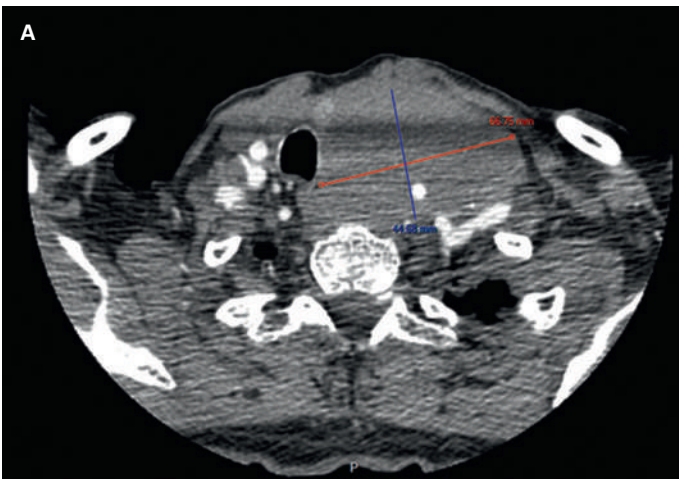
CT Hals und Brustraum.
